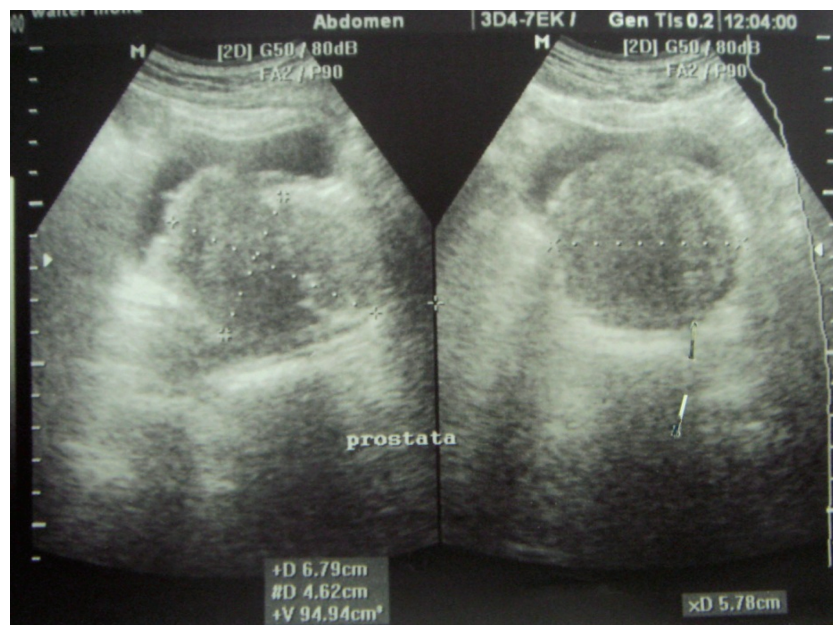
Ultrassonografia da próstata.
